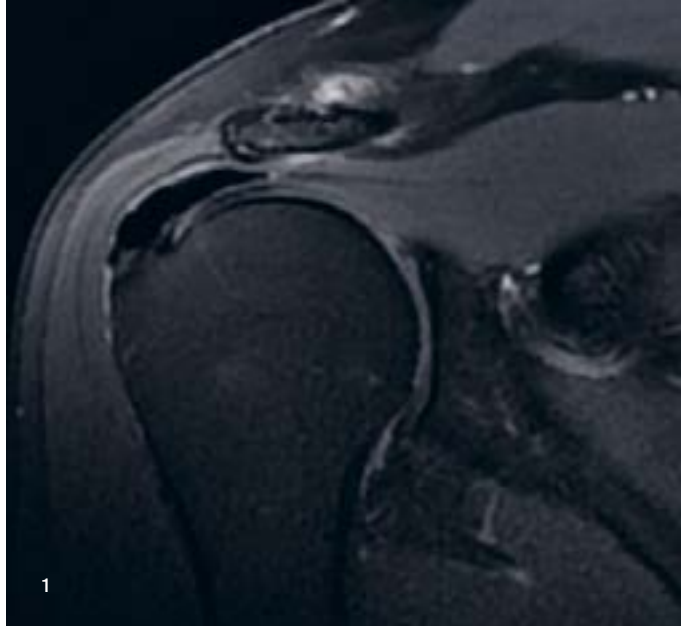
Tendinosis calcarea der Supraspinatussehne (MRT, Coronal, T2 Wichtung)
